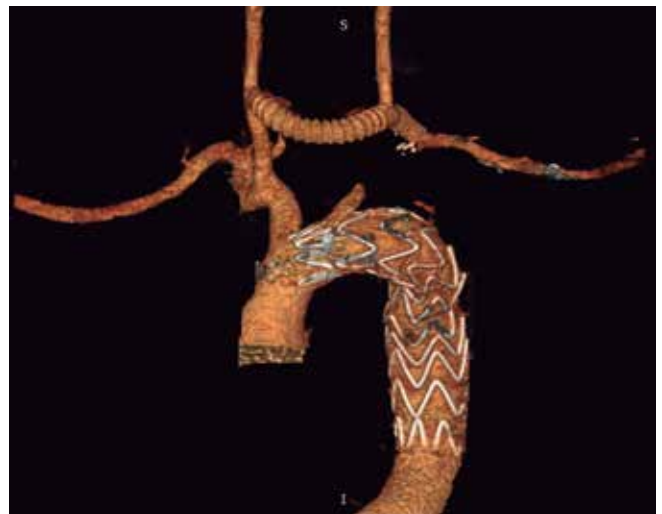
3D-реконструкция КТ-аортографии через 6 месяцев после операции.
